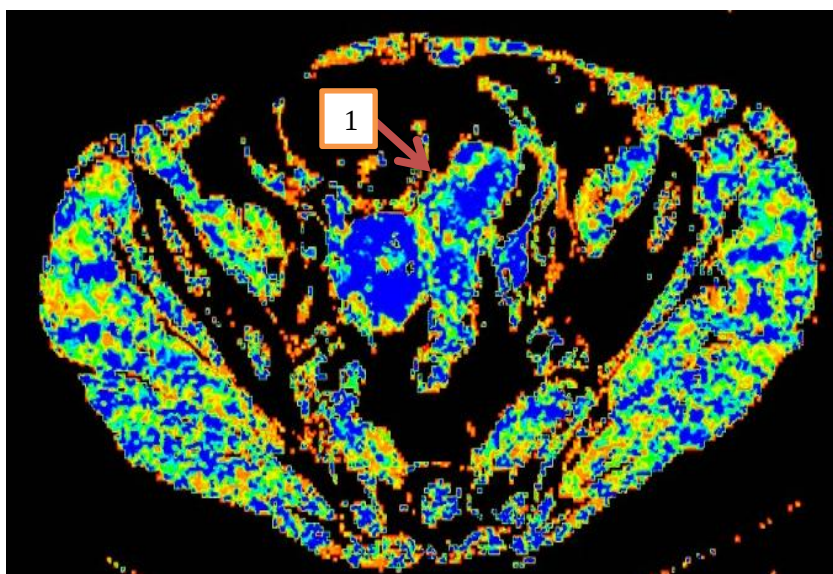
Пациент 3., 52 года. Перфузионная параметрическая карта поперечного сегмента сигмовидной кишки с определением показателя среднего времени прохождения кровотока Mean Transit Time (MTT=7,1 с), стрелка 1.
